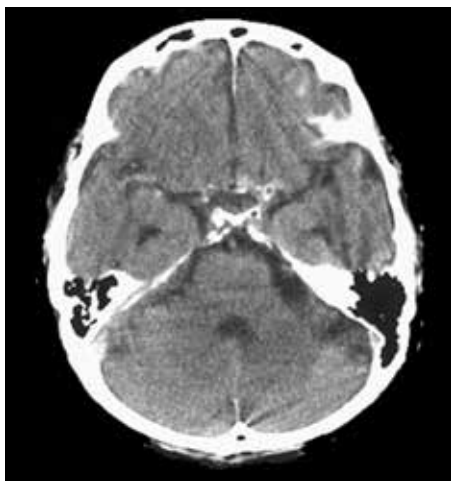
Компьютерная томограмма головного мозга. Симптом повышения плотности магистрального ствола средней мозговой артерии
